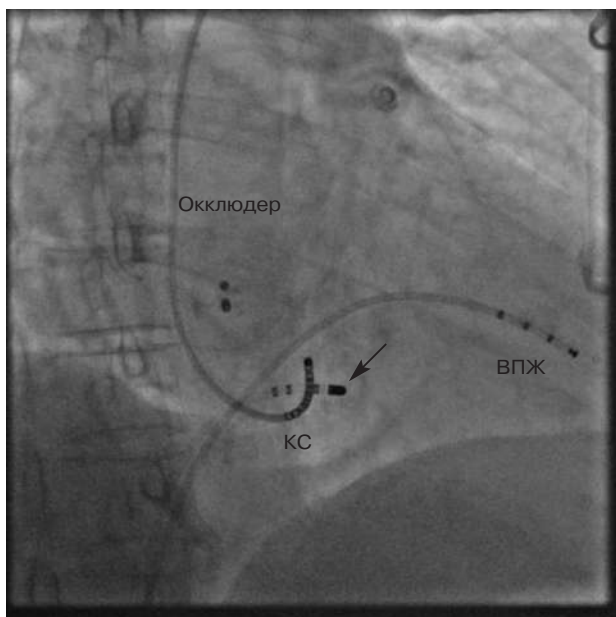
Правая косая проекция (RAO 30°). Рентгеновский стоп-кадр, записанный во время аблации медленных путей АВ-узлового проведения. Окклюдер в межпредсердной перегородке, абляционный электрод в проекции АВ-узла (указан стрелкой); 10-полюсный электрод в коронарном синусе (КС); 4-полюсный электрод в вершущке правого желудочка (ВПЖ)
